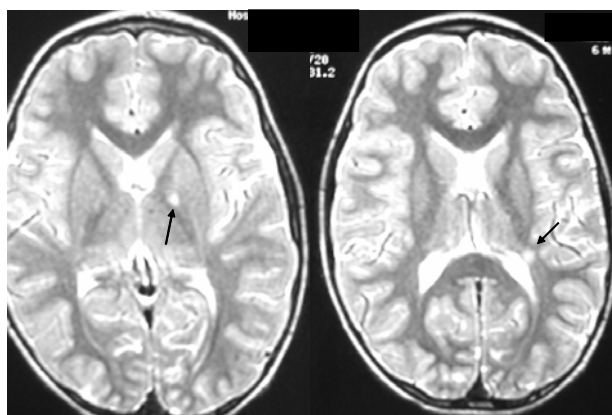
RMN-CE. Planos coronais T2 FSE evidenciando hipersinais (UBO's) no globus pallidus esquerdo e periventricular esquerdo
